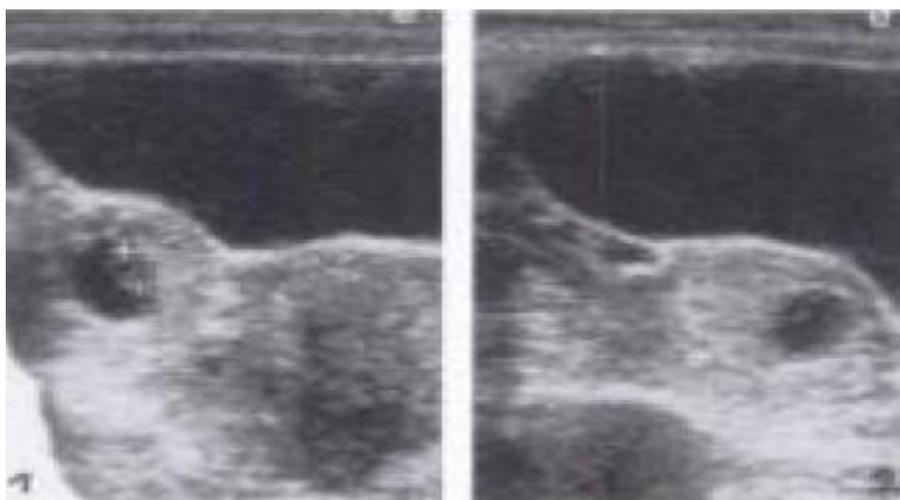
image échographique de GEU [17]
